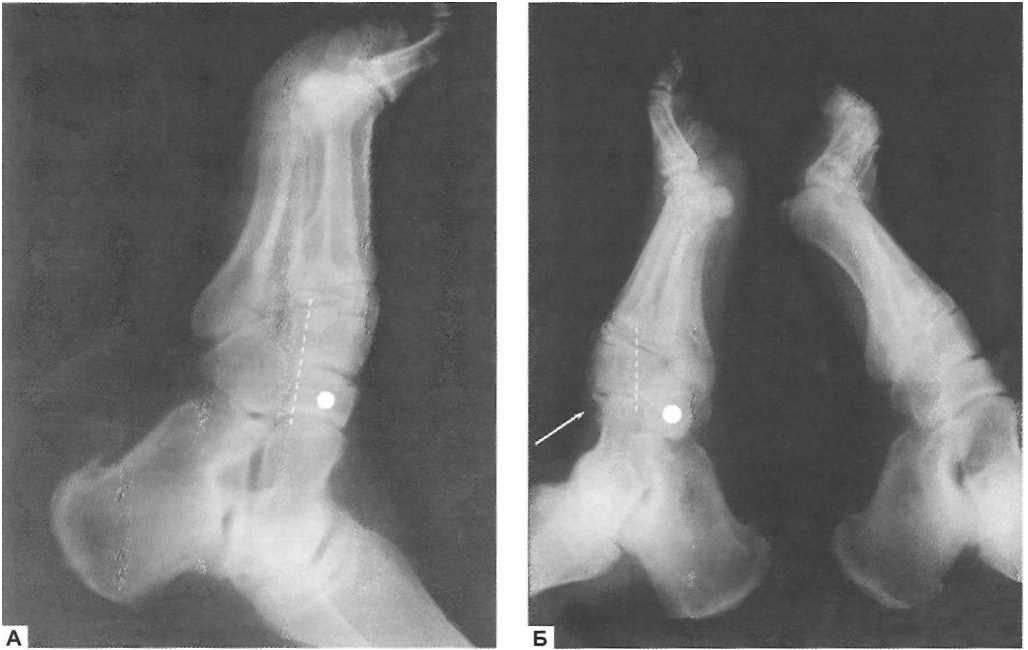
Рентгенограммы стопы пациента с клиническими проявлениями остеоартропатии в течение 5 мес.:
